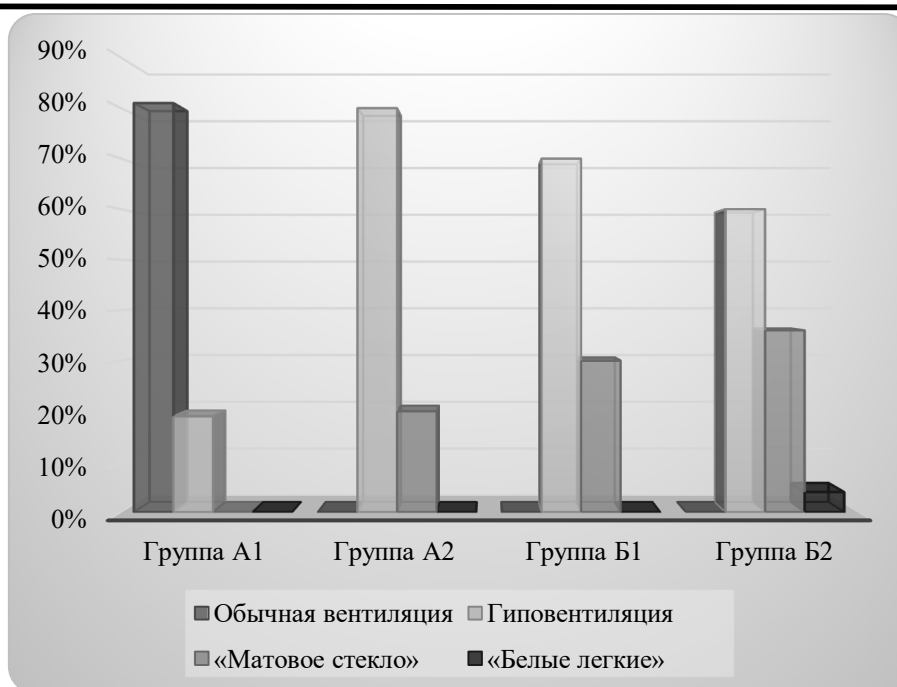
Рентгенологические параметры вентиляции легочных полей.
